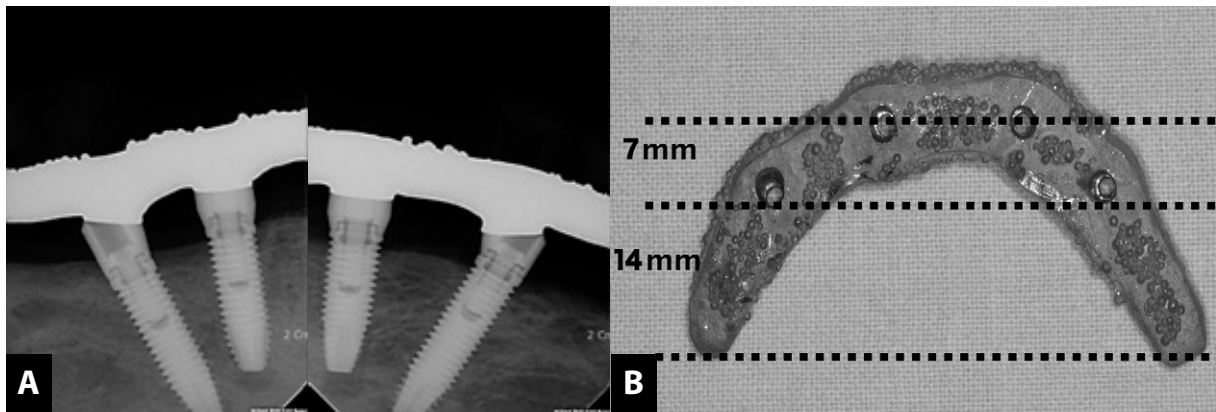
A. Radiographically fitted metal framework. B. Cantilever lengths of metal framework.
